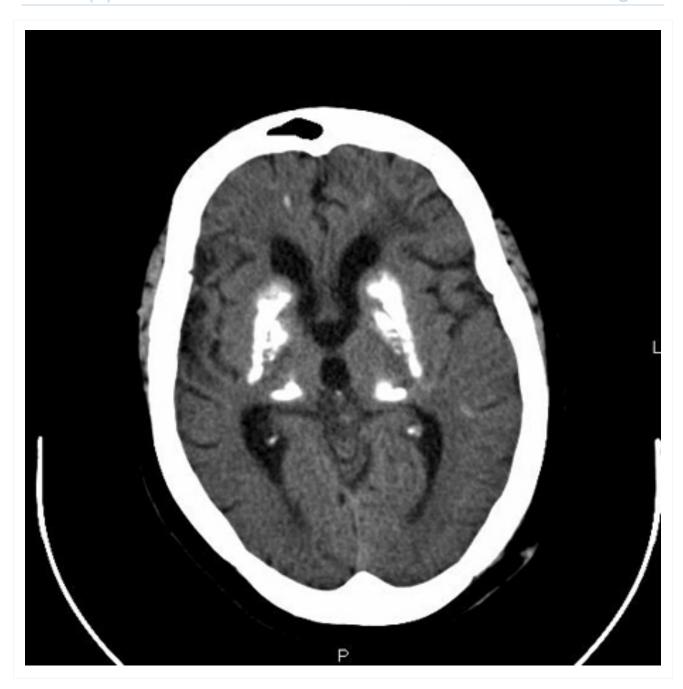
Achados da tomografia computadorizada (TC) de calcificação grave nos gânglios de base em um paciente com pseudo-hipoparatireoidismo
